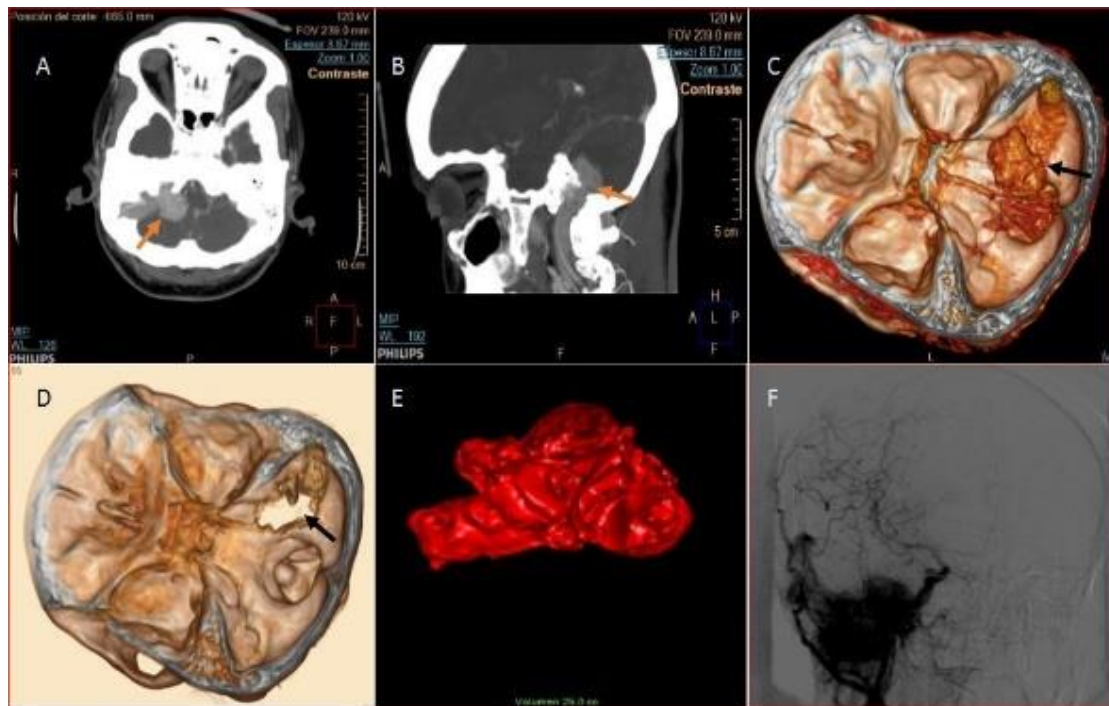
Paraganglioma yugulotimpánico tipo D1 (invasión intracraneal menor de 2 cm), según escala de Fish. (A-C) con erosión del foramen yugular e imagen en sacabocado característica (D) Cálculo volumétrico de 25mm³ por estudio de Angio TAC (E) y angiografía diagnóstica visualizándose masa hipervascular con drenaje venoso precoz y arterias aferentes provenientes de ramas posteriores de carótida externa notablemente dilatadas (F)
